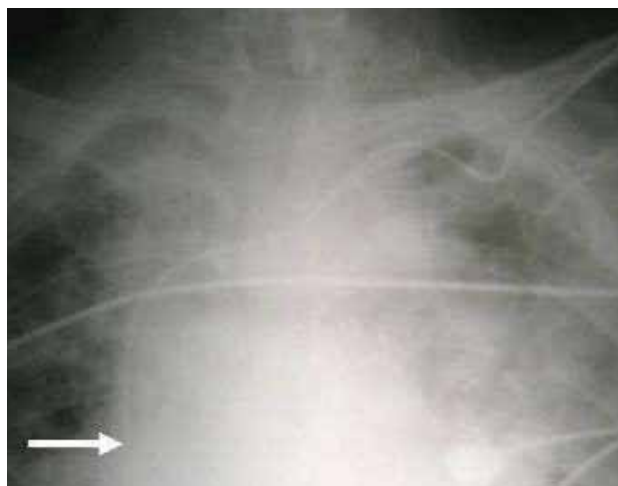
Radiografía de control de catéter. La flecha blanca señala la punta. No se observan lesiones atribuibles a la técnica.
